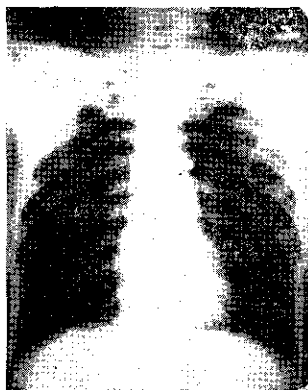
Radiografía de tórax con lesiones residuales antiguas de TB.
